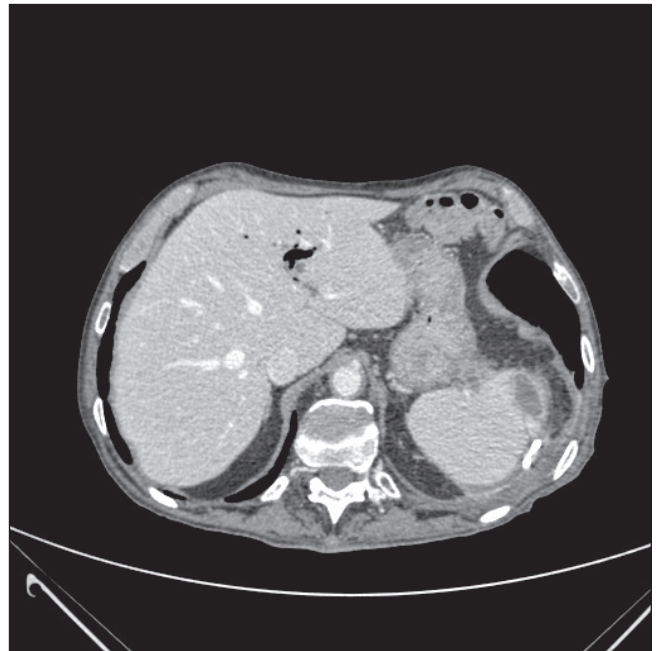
TC de colección esplénica prácticamente resuelta donde se aprecia en lateral la presencia del drenaje "pigtail".
